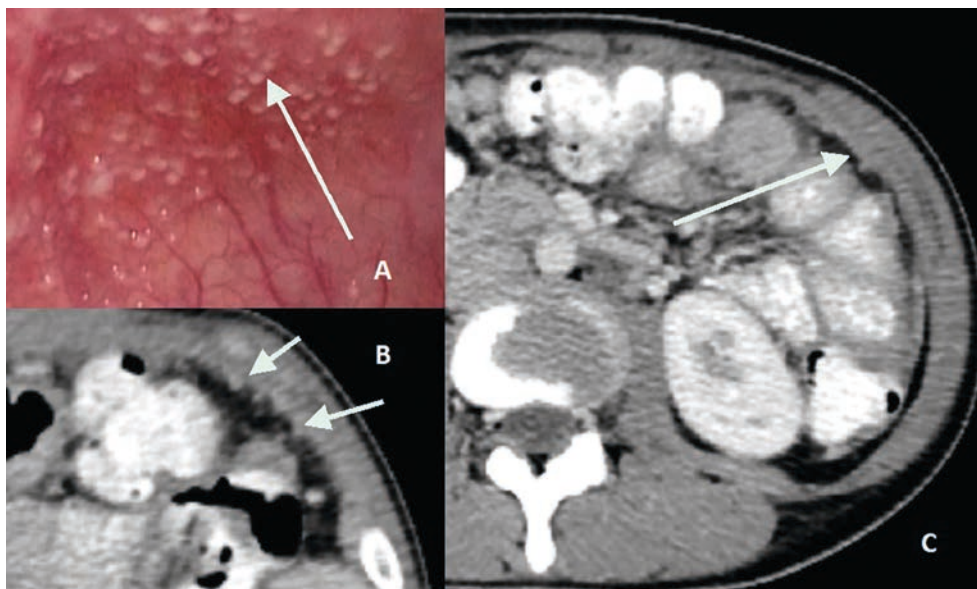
Туберкулез брюшины. А. Лапароскопия: брюшина гиперемированная, отечная, стрелкой указаны туберкулезные бугорки-диссеминаты. В и С. КТ (фронтальный скан) – стрелками указаны узловатые утолщения брюшины, соответствующие туберкулезным бугоркам-диссеминатам.
